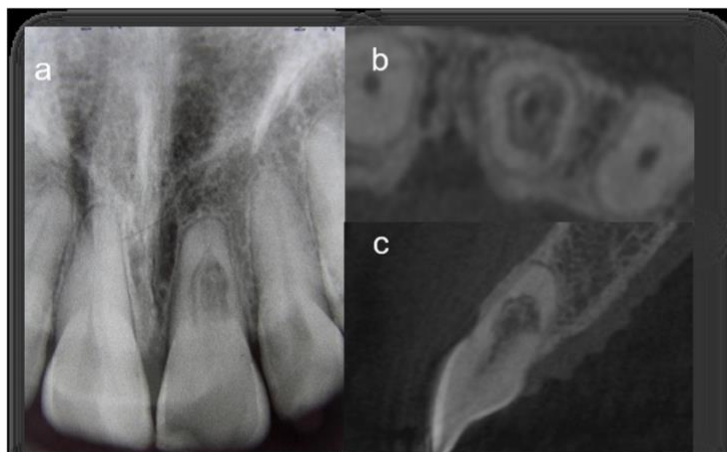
Incisivo superior esquerdo (a), radiografia periapical. Vista transversal da CBCT (b). Vista sagital - pontos de entradas estreitos, palatinos e apicais (c) (adaptado de Shemesh et al., 2018).
